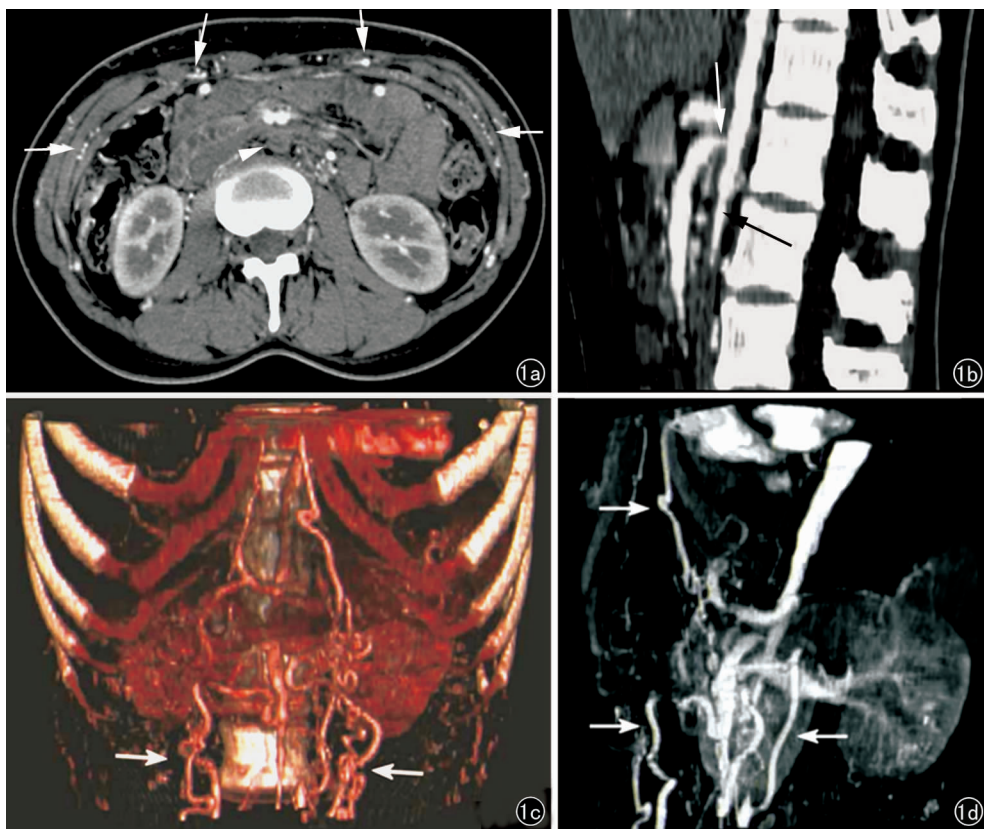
大动脉炎累及腹主动脉。a) CT 轴位增强图像,示腹主动脉(箭头)未见明显强化,腹腔内及腹壁可见大量侧支血管(箭); b) MPR 斜矢状位图像,示腹主动脉自上而下逐渐变细(黑箭),肠系膜上动脉近端狭窄(白箭),远端管腔扩张; c) SSD 图像示腹主动脉管壁边缘不规则,管径逐渐变细,并见扩张增粗的腹壁动脉(箭); d) 3D MIP 图像示腹主动脉下段明显狭窄,腹腔及腹壁大量侧支血管开放(箭)。
